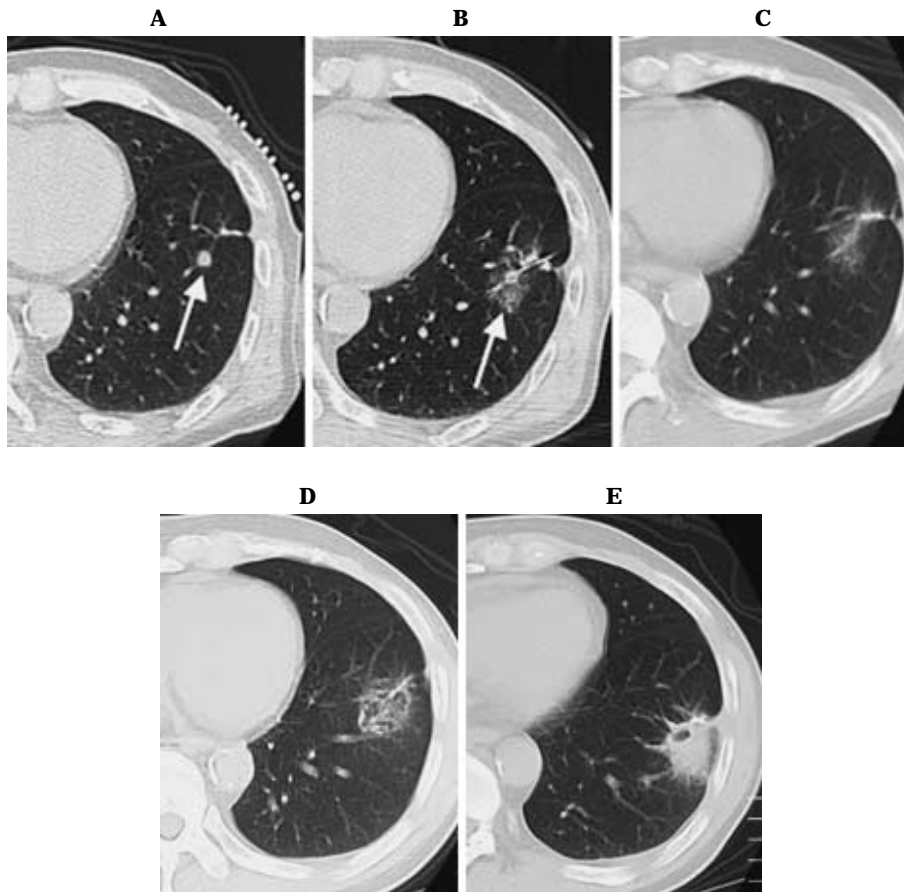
A. Chest CT scan on December 6, 2004 before RFA shows a nodule in the left lower lobe. B. Chest CT scan shows the LeVeen needle electrode within the tumor. C. Immediately after ablation. D. CT image at 1 week after RFA shows consolidation around the tumor. E. Follow-up CT obtained 2 months later shows cavity formation in the area treated by RFA.
